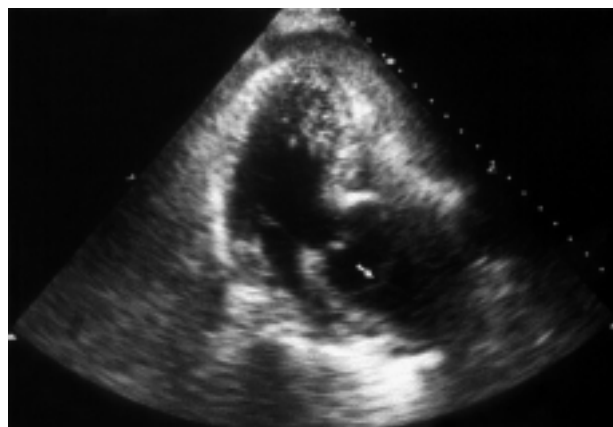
Ecocardiogramma: proiezione 3 camere modificata che evidenzia la presenza di un flap intimale in corrispondenza dell'aorta ascendente (freccia).
